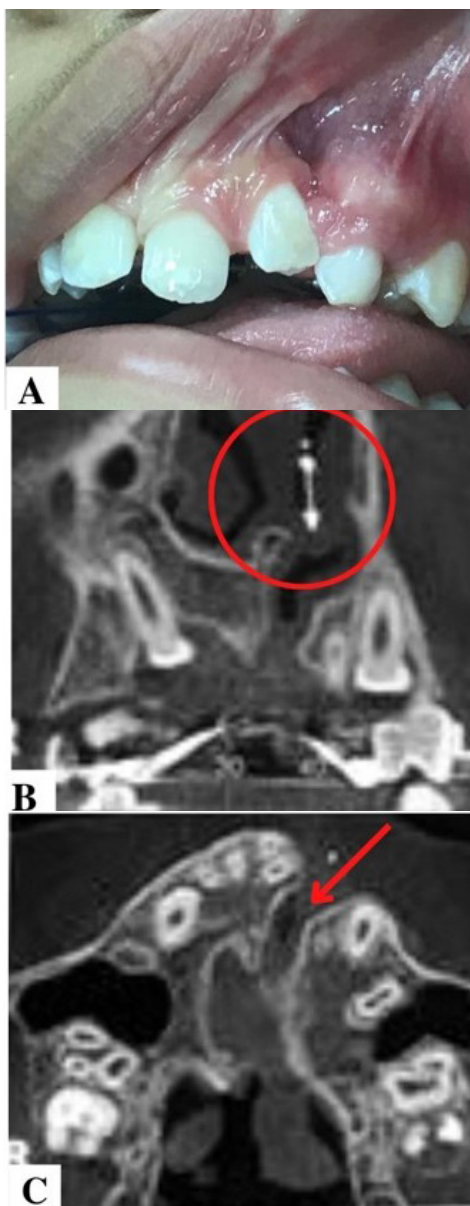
A) Aspecto clínico intraoral, presença de fistula oronasal residual (lado esquerdo) B) TC (corte coronal) onde se observa o defeito ósseo (circulo) C) TC (corte axial) evidenciando região de fissura (seta).
